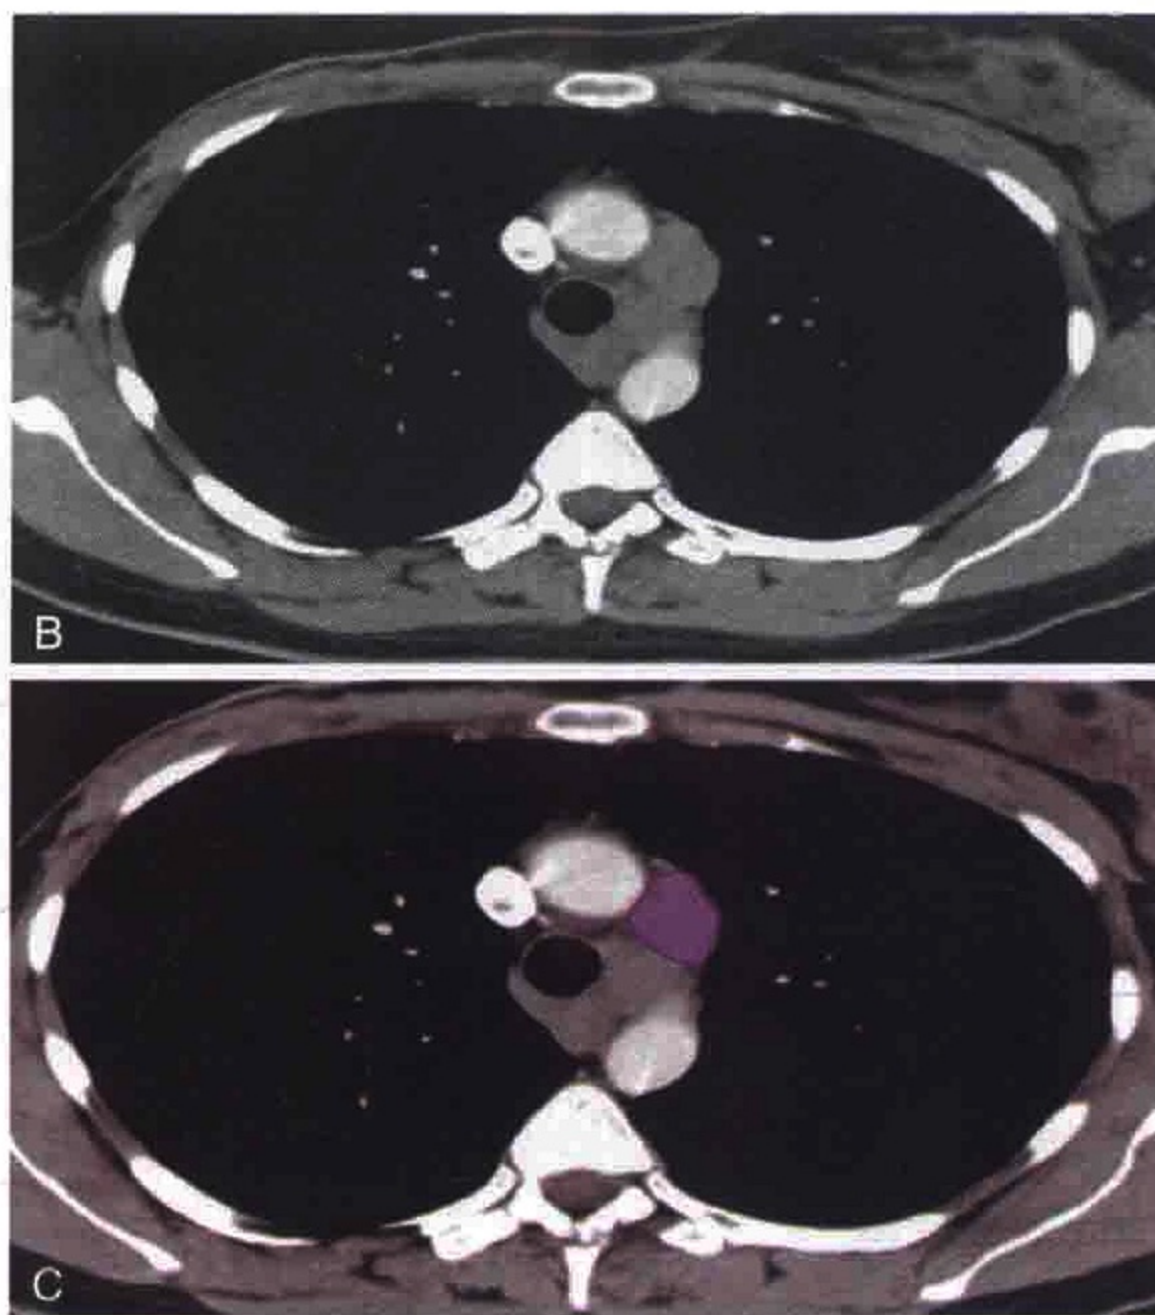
A. 主动脉弓下淋巴结解剖位置。B、C. 胸部横轴位 CT 增强扫描显示肿大的主动脉弓下淋巴结（紫色）
